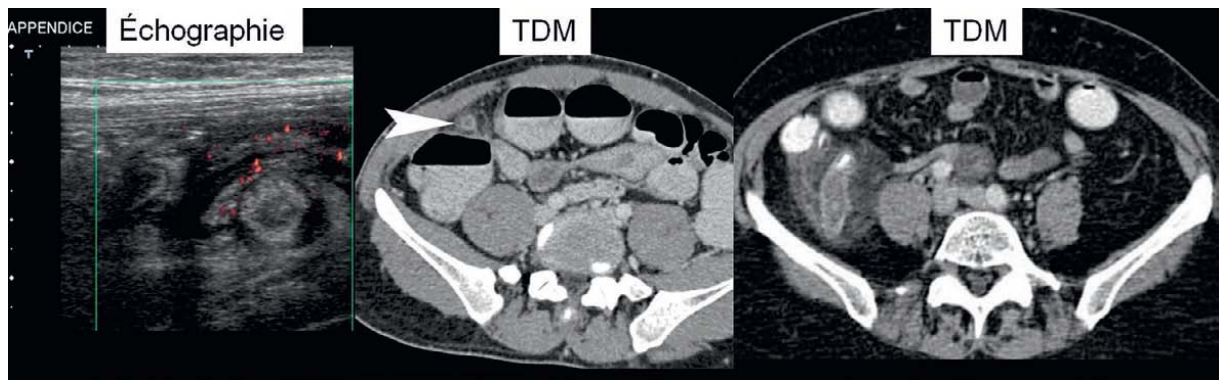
Appendice : aspects échographiques et scanographiques
